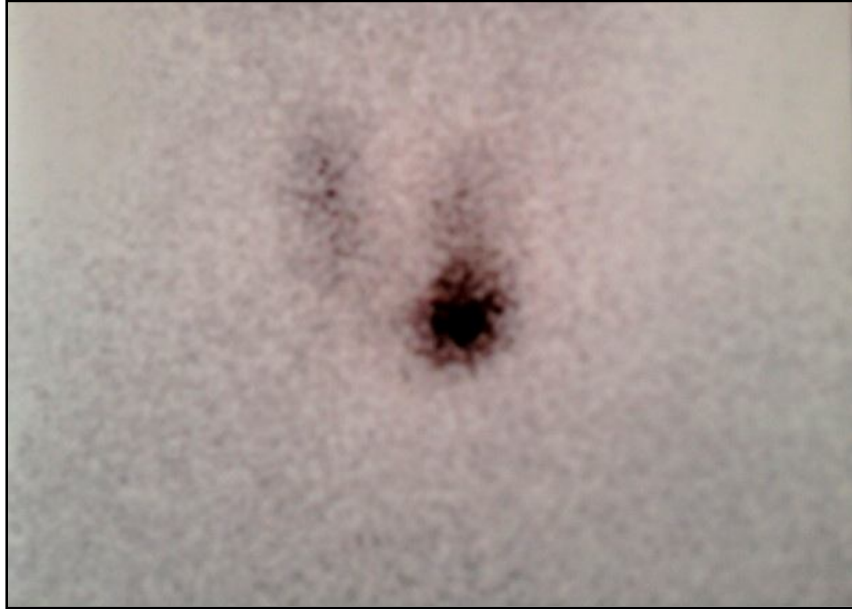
la scintigraphie du patient montrant un nodule chaud basilobaire gauche pré extinctif.
